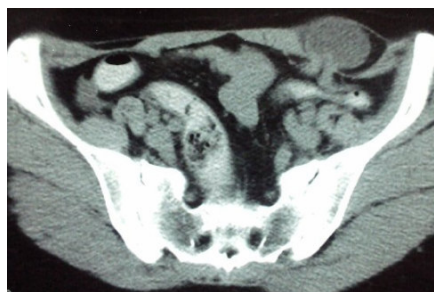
TDM Abdominale. Solution de continuité au niveau de la ligne de Spiegel. Présence d'un sac herniaire en situation interpariétale, en dedans du muscle oblique externe et en dehors du muscle oblique interne. Il contient une anse grêle souffrante.
